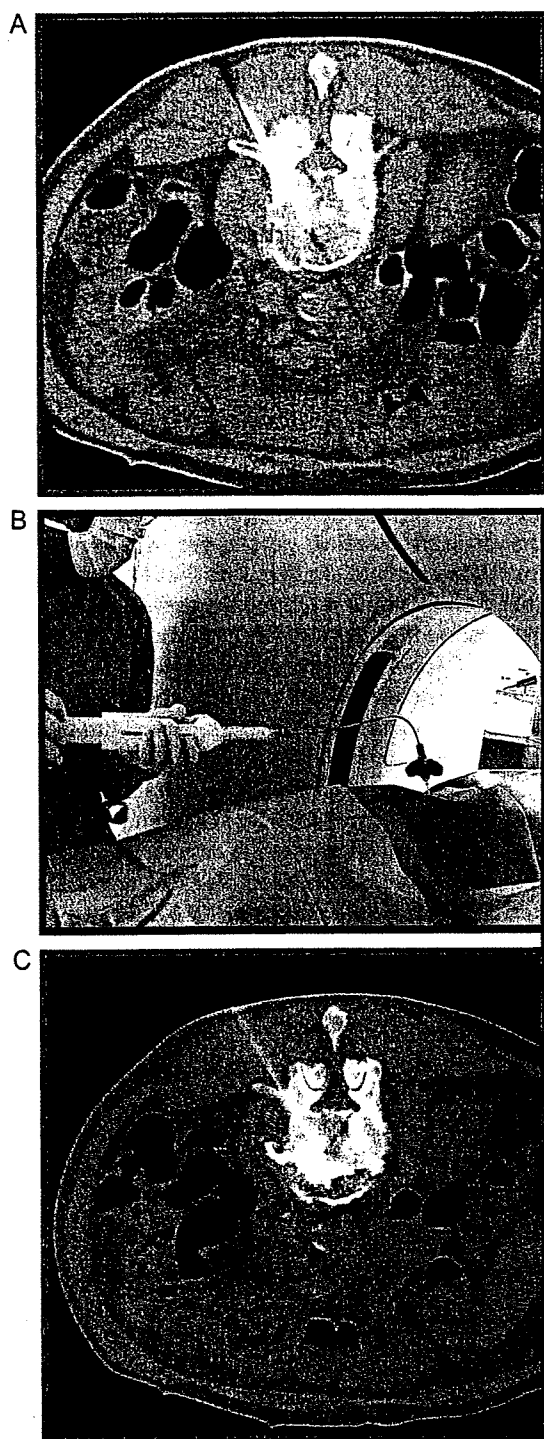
Interventional procedure of percutaneous vertebroplasty. (A) Insertion of 11–14 ga bone biopsy needle into the target vertebral bone through pedicle under fluoroscopic or computed tomography (CT)-fluoroscopic guidance. (B) Injection of acrylic bone cement under fluoroscopy or CT fluoroscopy monitoring. (C) Stop of the injection when adequate distribution is obtained.
